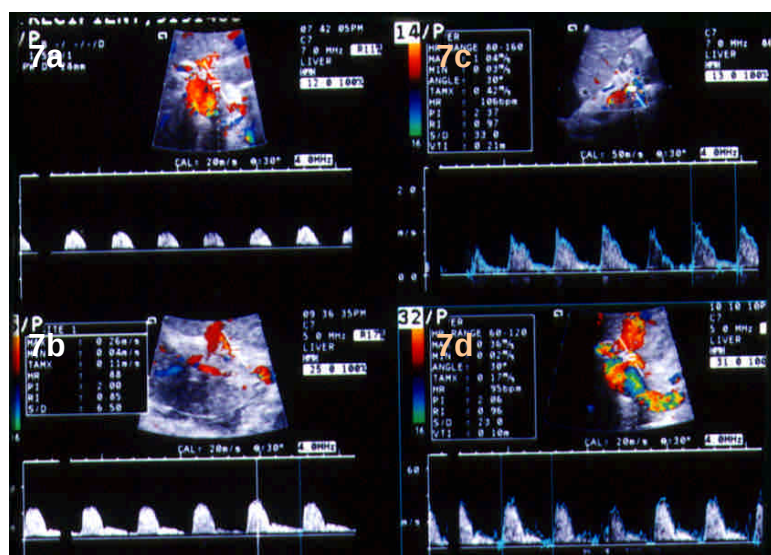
a 此 case 因 HA 過長致 kinking，Doppler 測出典型之 Pavu-Tarda waveform 波形且流速已過低。
